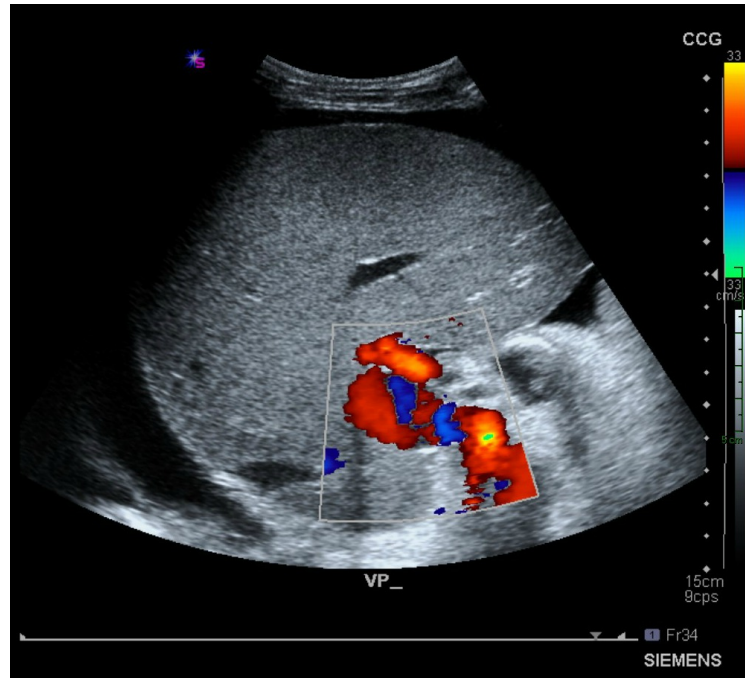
Flujo Portal helicoidal, se advierte al análisis con doppler color, un flujo en dos colores en una porta tortuosa.
